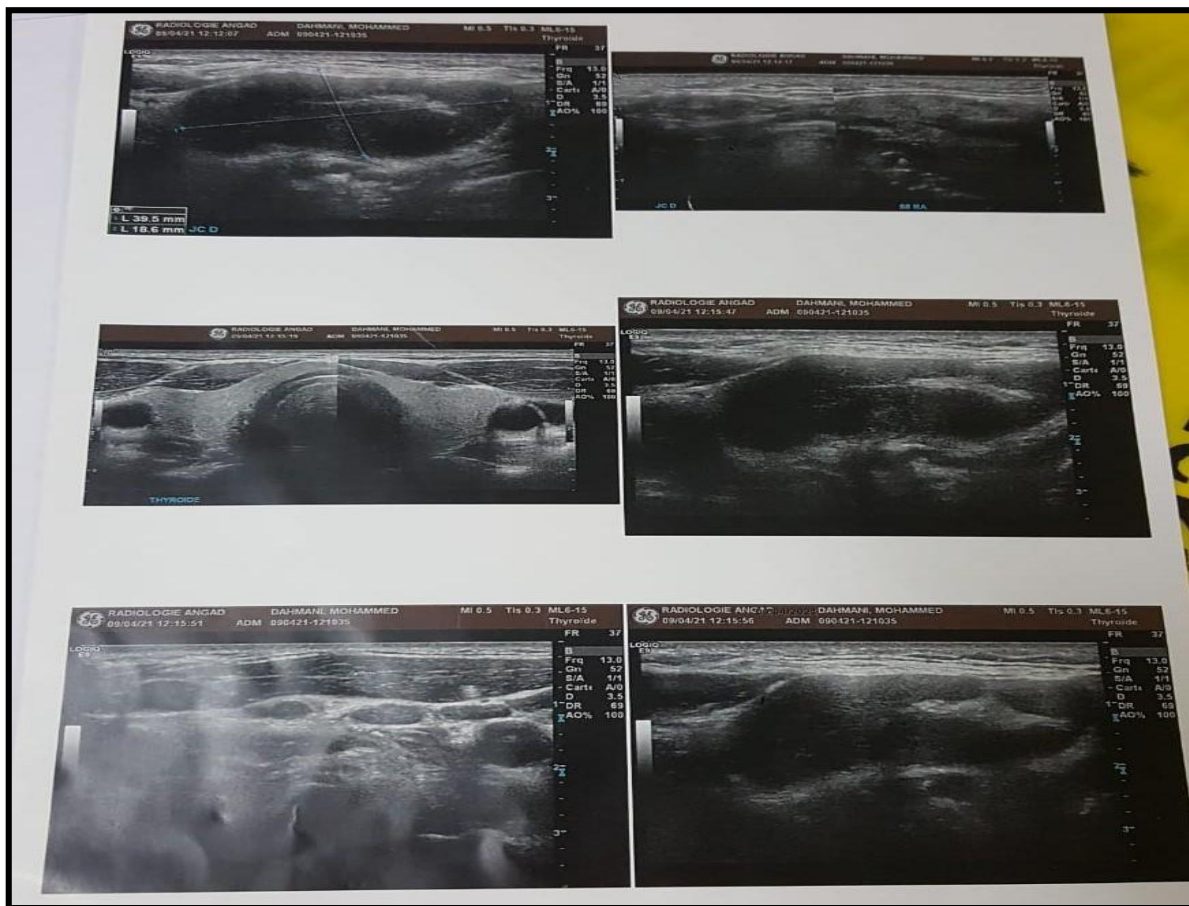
Aspect échographique en faveur d'un magma d'adénopathies jugulo-carotidiennes droites d'allure tuberculeuse (photo du service d'ORL HMMI).
